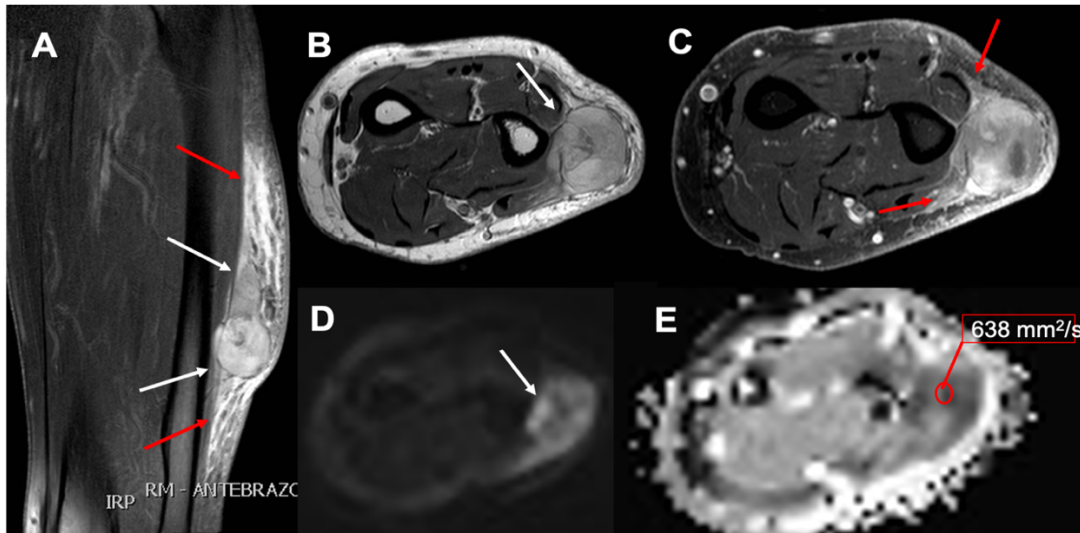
Sarcoma pleomórfico indiferenciado de antebrazo. Tumoración sólida de partes blandas, de asiento subcutáneo, que se delimita a través de una cápsula fibrosa hipointensa en las secuencias T2FS (flechas blancas en A) y en secuencia T2TSE (flecha en B). Extenso edema perilesional o pseudocápsula que sobrepasa ampliamente las dimensiones de la lesión, identificado como áreas hiperintensas mal definidas en la secuencia T2FS (flechas rojas en A y C). El tumor muestra marcada restricción de la DWI con valor b 800 s/mm² (D), y valores de ADC seleccionado de hasta 638 mm²/s (E).
